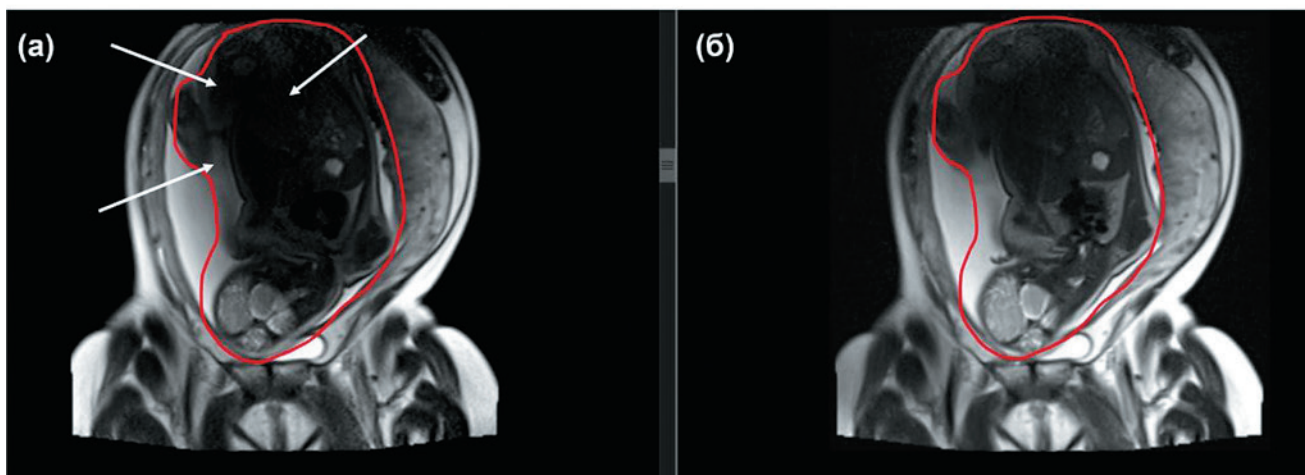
МРТ беременной со сроком 38–39 недель:
